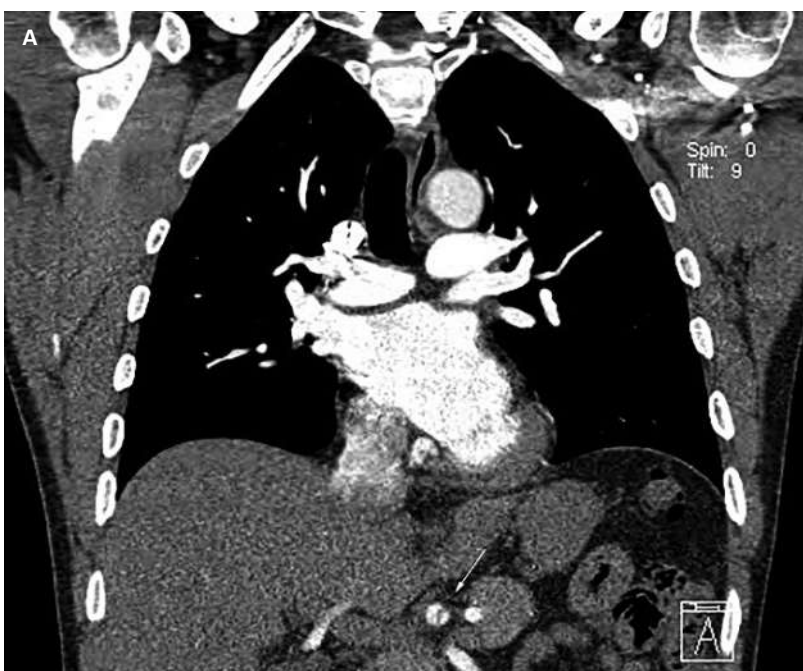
A: CTA Thorax. Koronare MPR. Dissektion Truncus coeliacus. B: CTA Oberbauch. Oblique axiale MPR. Dissektion beginnt im Truncus coeliacus (1) und reicht bis in die laterale Lebersegmentarterie (2). CTA = computertomographische Angiographie; MPR = multiplanare Rekonstruktion.
